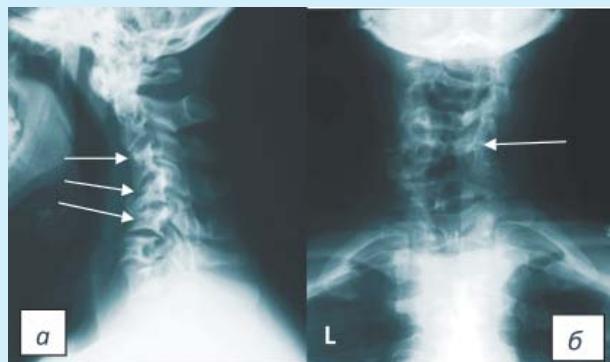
Рентгенография шейного отдела позвоночника: *а* — боковая проекция — деформация тел 3–5-го позвонков; *б* — прямая проекция — левосторонний сколиоз
